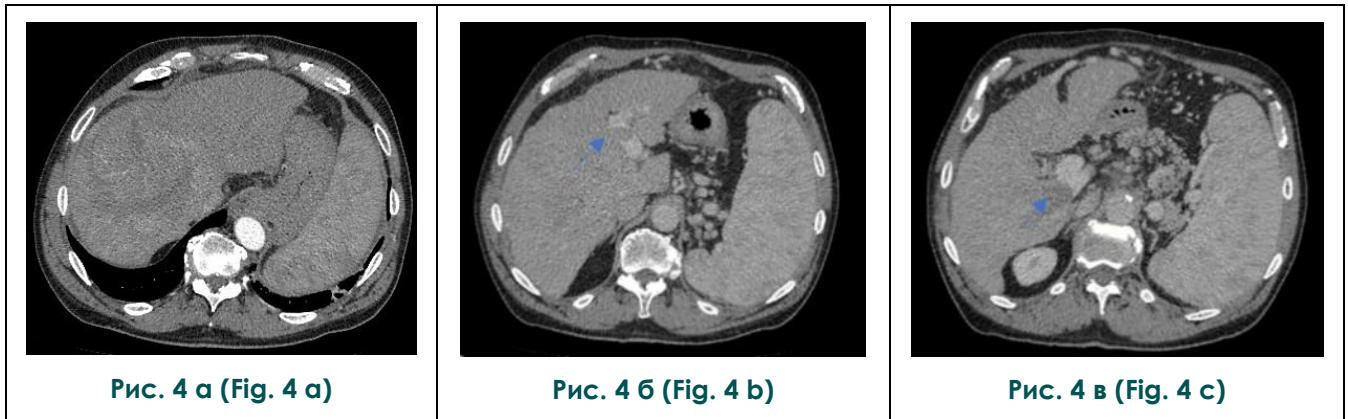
КТ печени, аксиальные реконструкции.
